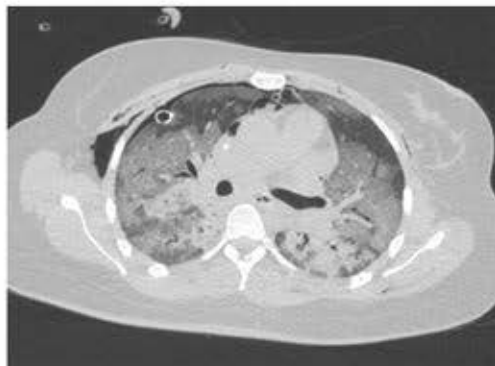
Tomografia do paciente anterior: consolidações e infiltrados tipo "em vidro fosco".
